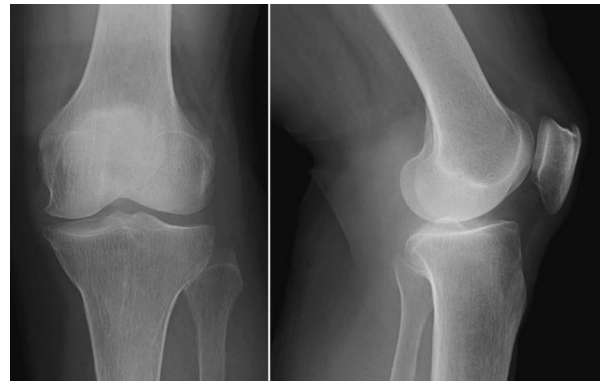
術直後左膝単純X線正面像(左)と側面像(右).
